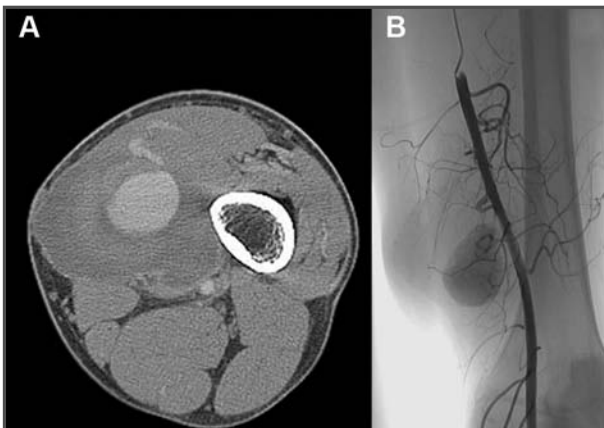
TC con administración de contraste endovenoso en la que puede observarse una colección líquida hipercaptante con pseudocápsula gruesa entre los músculos semimembranoso y vasto medial. 2B. Arteriografía donde se aprecia el pseudoaneurisma dependiente de la arteria poplítea.
